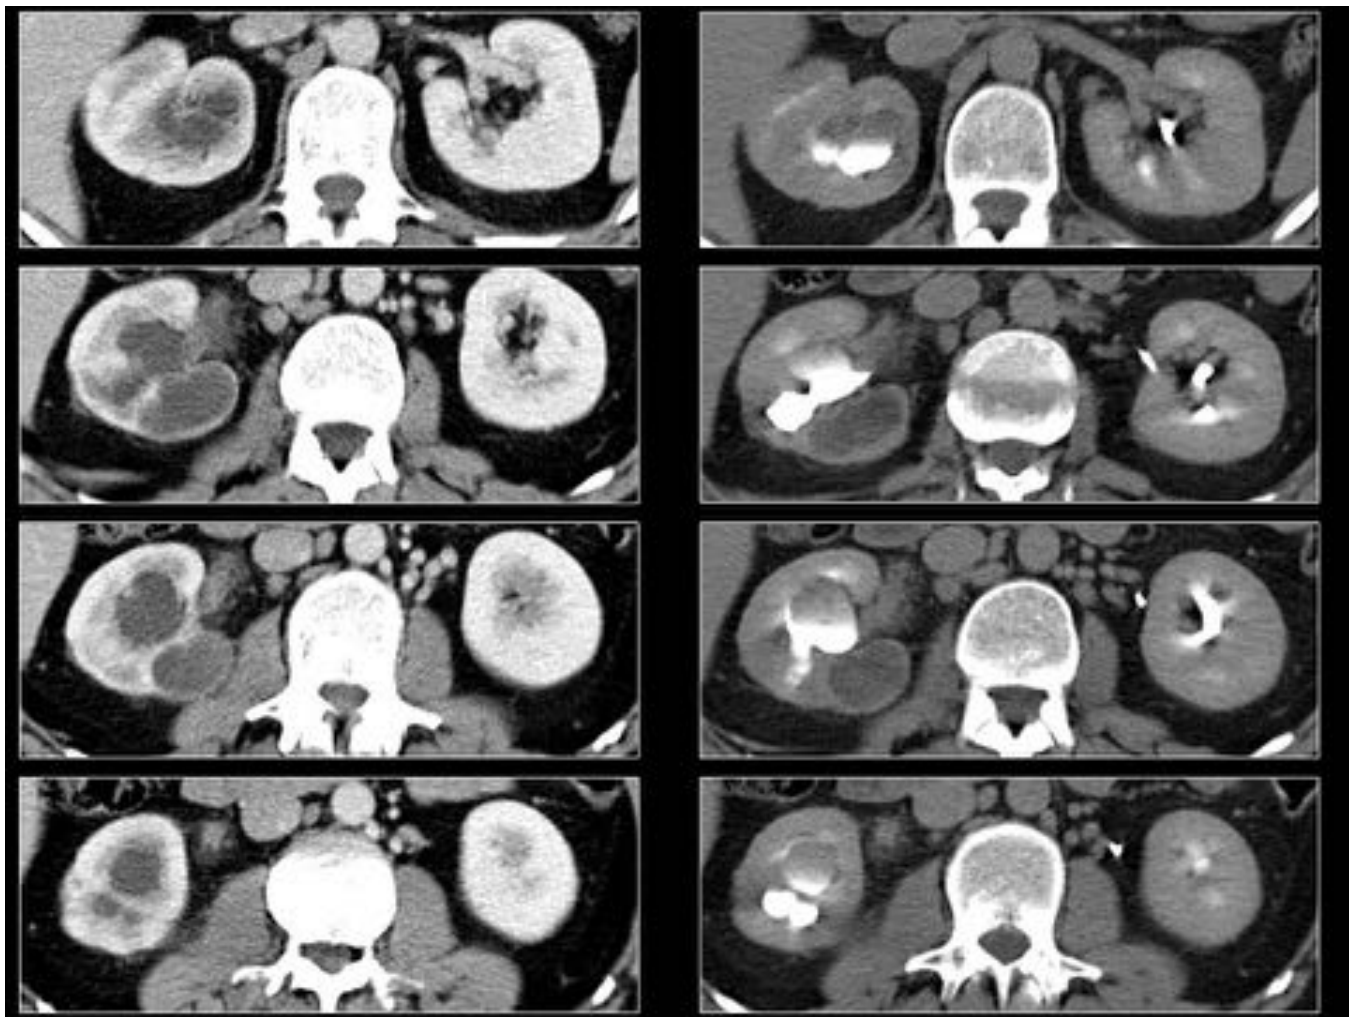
TC UROGRAFÍA de una pielonefritis xantogranulomatosa donde se aprecia un riñón izquierdo aumentado de tamaño con hidronefrosis y varios cálculos en la vía excretora. Parénquima renal izquierdo sustituido por varias áreas focales de baja atenuación que se asocian con mínimo engrosamiento de la fascia perirrenal.
